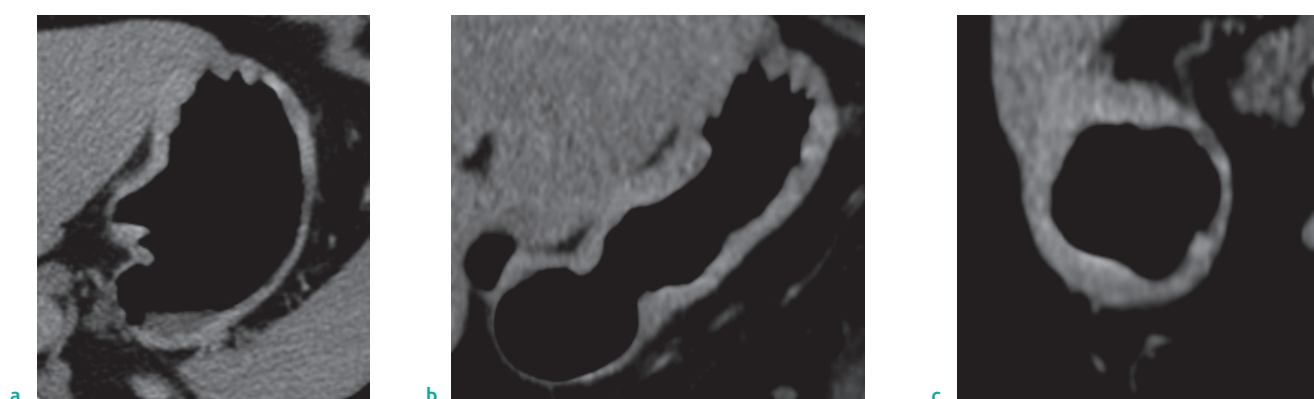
Интрамуральный КТ-ПГГ тип РЖ.
